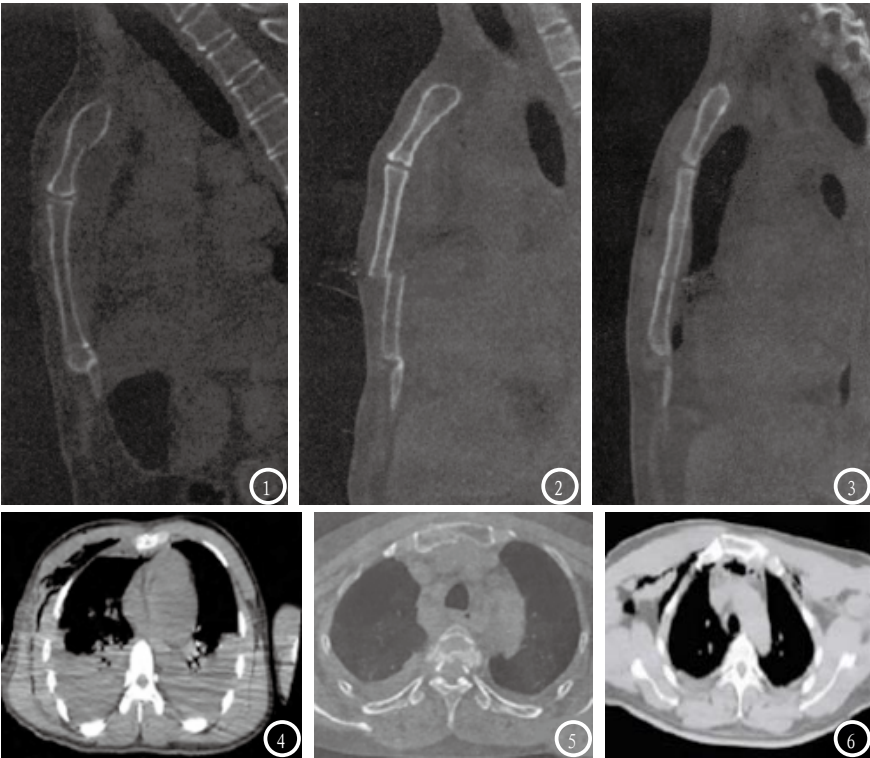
图1为胸骨不完全性骨折，矢状面MPR图像显示胸骨柄后缘骨皮质断裂。图2为胸骨横断性骨折，矢状面MPR图像显示胸骨体骨折，且断端错位明显。图3为胸骨横断性骨折，矢状面MPR图像显示胸骨体横断线状骨折，断端没有错位及成角。图4为胸骨骨折，肋骨骨折并胸腔积液。图5常规轴位CT显示椎体粉碎性骨折，显示同时伴有双侧胸腔积液。图6为MPR图显示胸骨体部斜行骨折，并发胸骨后纵隔血肿。
